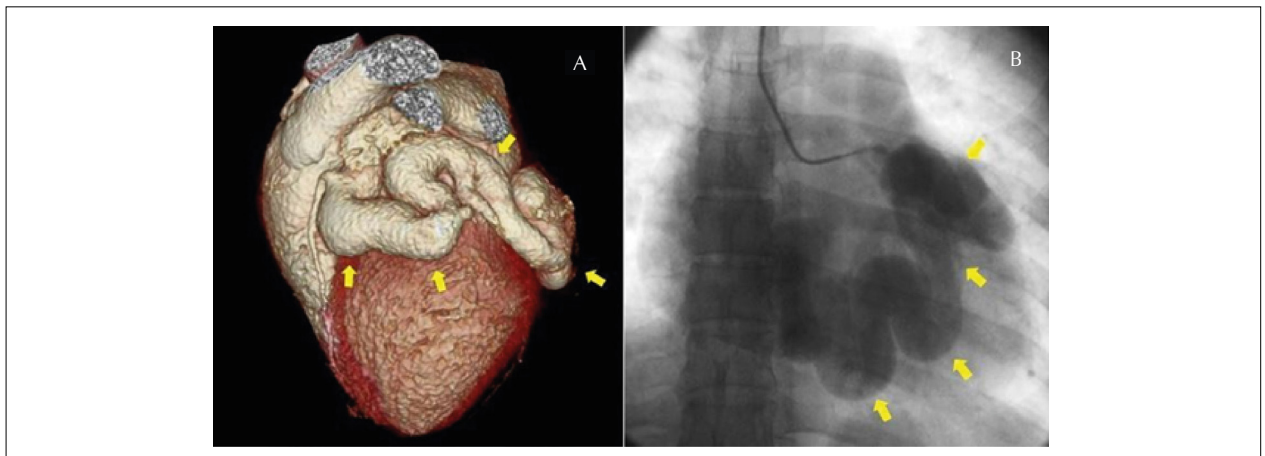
Artéria circunflexa dilatada e com trajeto tortuoso demonstrada através da angiotomografia coronariana (à esquerda) e pela coronariografia (à direita).
